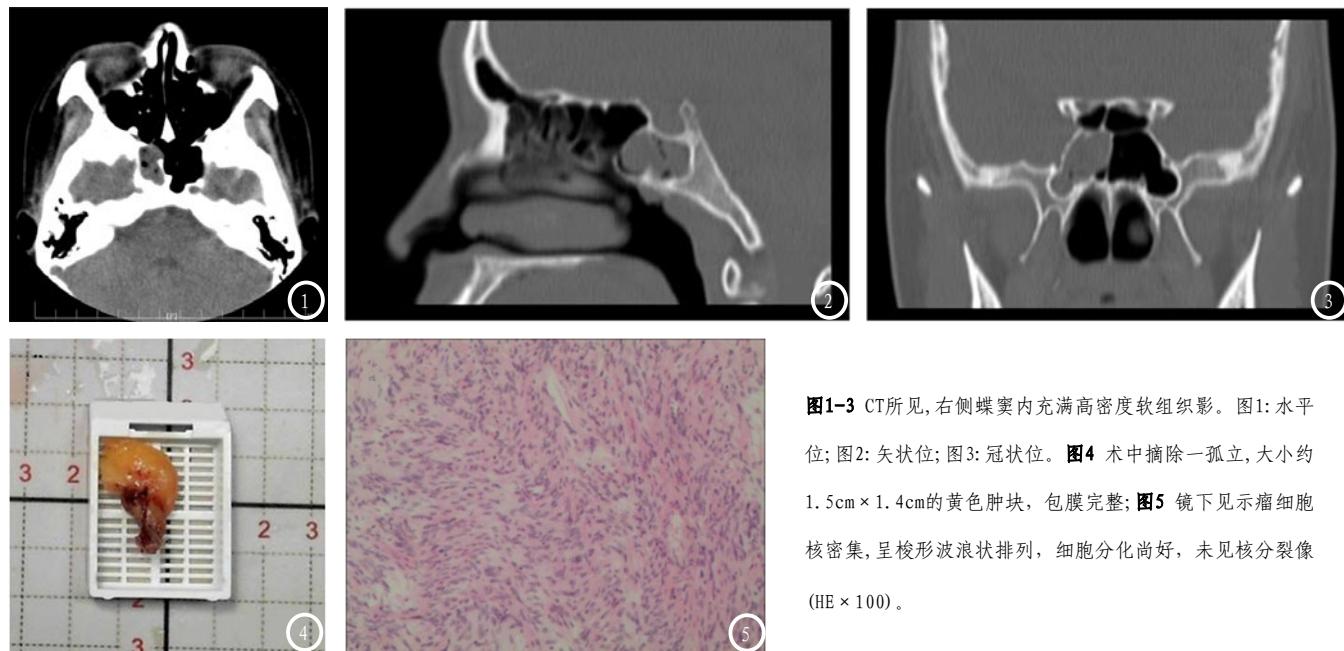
CT所见,右侧蝶窦内充满高密度软组织影。图1:水平位;图2:矢状位;图3:冠状位。图4 术中摘除一孤立,大小约1.5cm×1.4cm的黄色肿块,包膜完整;图5 镜下见示瘤细胞核密集,呈梭形波浪状排列,细胞分化尚好,未见核分裂像(HE×100)。
